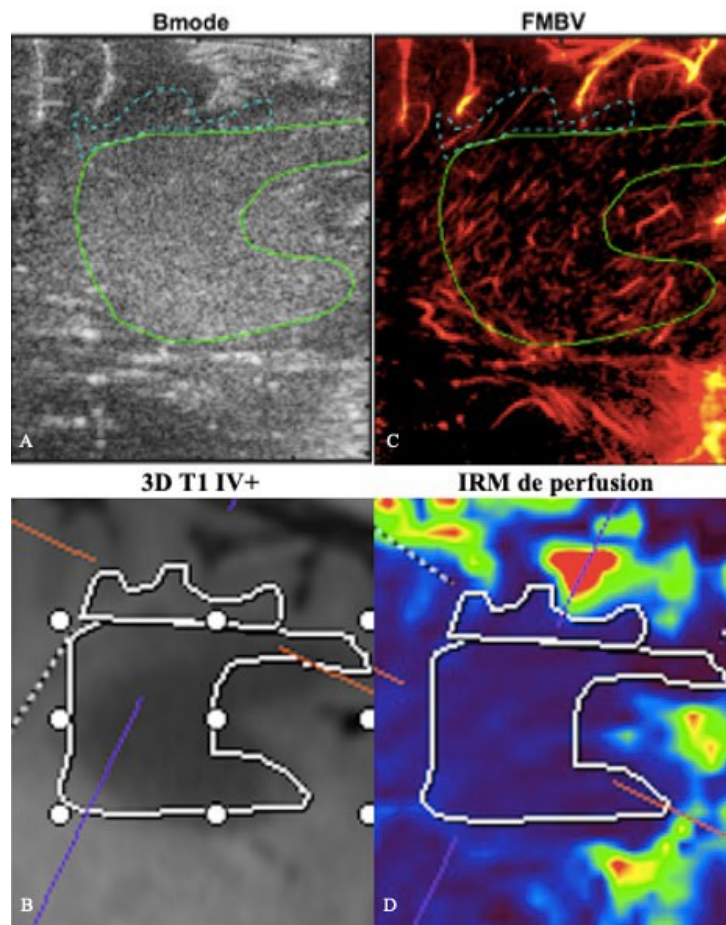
Correspondance des images US / IRM dans le plan de coupe de référence du patient 16
